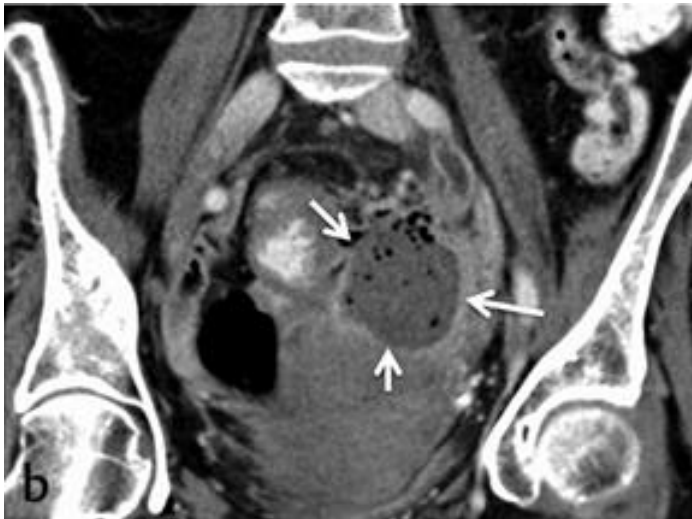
Typ 2b: Abdomen CT einer 59-jährigen Patientin mit Kontrastmittel, Frontalebene. Zusätzlich zu den im Stadium 1b bereits beschriebenen Merkmalen ist eine Abszessformation (Pfeil) von ca. 50 mm sichtbar [41].
